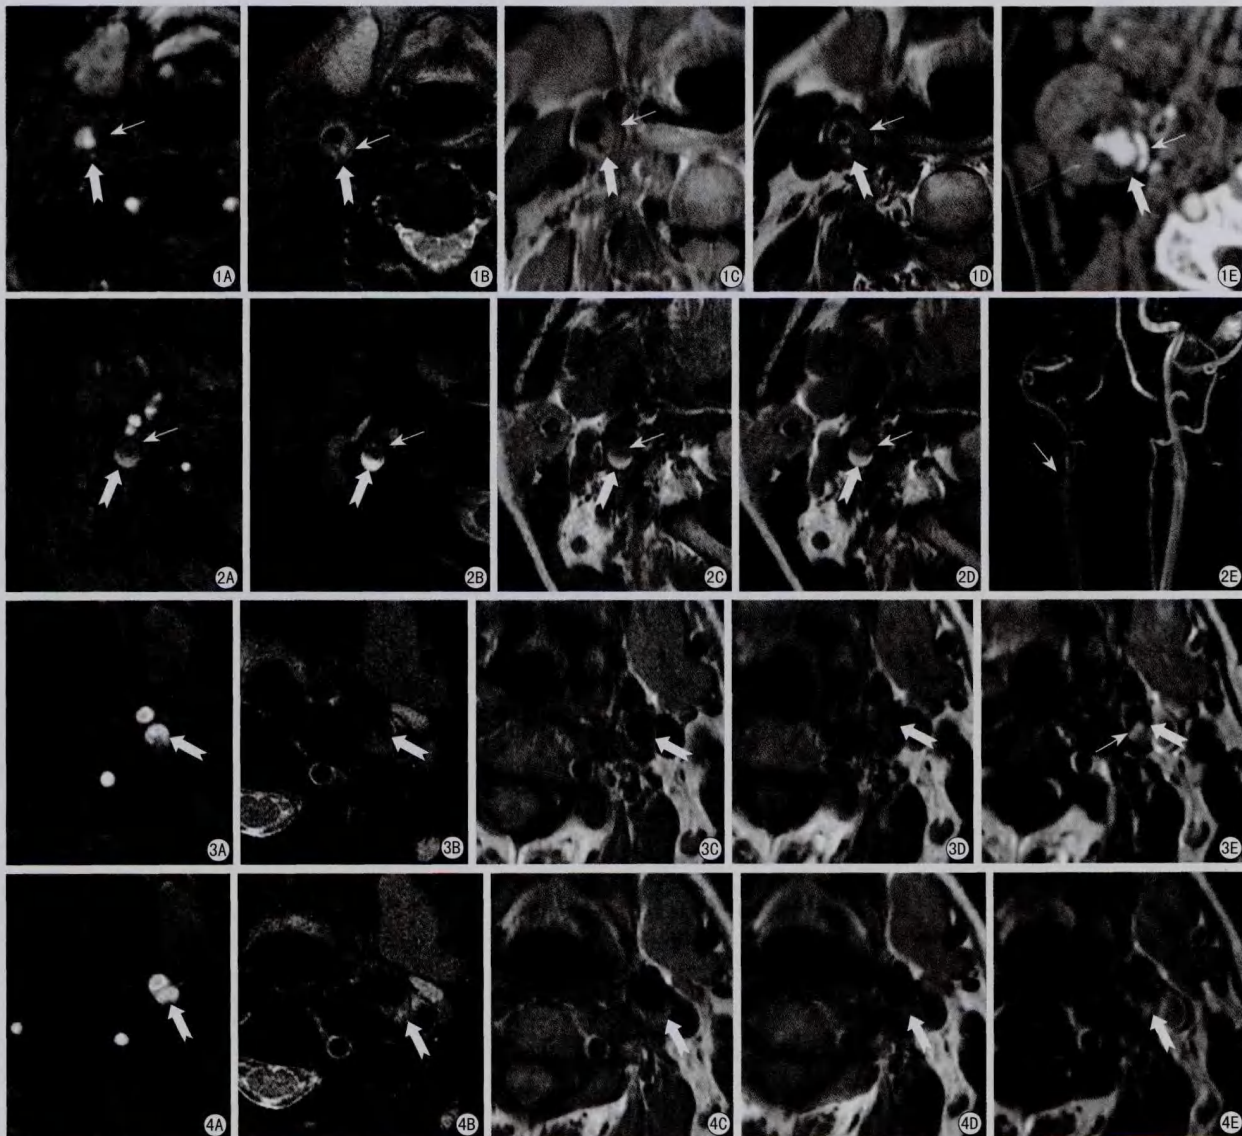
粗箭示右侧颈总动脉后侧壁增厚, 3D-TOF像(A)及T2WI(B)为稍低信号, T1WI(C)为稍高信号, PDWI(D)为等信号, 增厚的管壁内见点条状高低混杂信号, 多为含有纤维和脂质成分的复杂斑块(IV-V型)。细箭示管壁内各序列条状低信号病灶, 同层面CT上呈高密度证实为钙化(E) 图2 右侧颈内动脉斑块内新鲜出血并血栓形成(VI型)。粗箭示新鲜出血在3D-TOF像(A)、T2WI(B)、T1WI(C)、PDWI(D)均呈高信号。细箭示血栓呈各序列管腔内低信号充盈缺损, 颈动脉MRA(E)示右侧颈内动脉起始部管腔闭塞 图3 粗箭示左侧颈内动脉纤维帽破裂。3D-TOF像(A)示破溃处以高信号血流填充, T2WI(B)、T1WI(C)、PDWI(D)示破溃纤维帽局部向腔内突出, 细箭示增强后纤维帽明显强化(E) 图4 粗箭示左侧颈动脉分叉部后侧壁纤维斑块(VIII型), 3D-TOF(A)上表现为等信号, T2WI(B)上为稍高信号, T1WI(C)、PDWI(D)上表现为等或稍高信号, CE-T1WI(E)显示明显均匀强化
